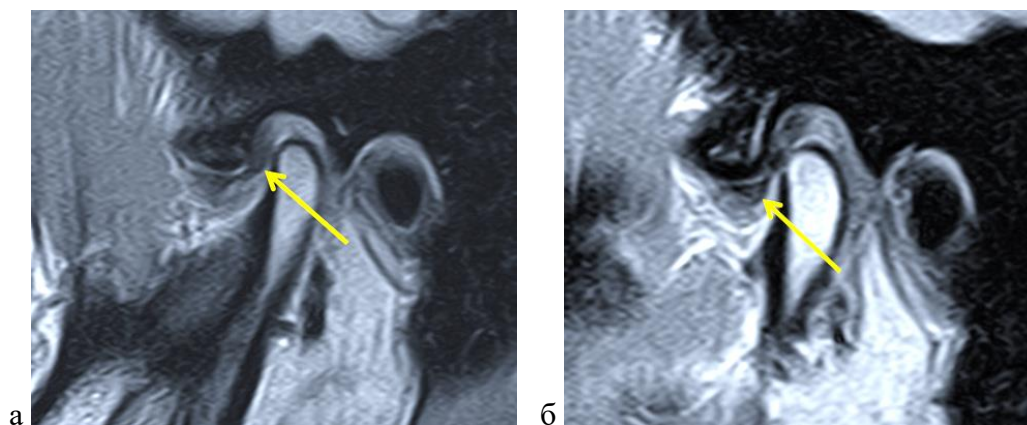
МР-томограммы правого ВНЧС пациента М., 32 лет, с «умеренной» степенью НДСТ. Косо-сагиттальный срез (Pd-ВИ). Состояние привычной окклюзии. DS: частичная вентрально-медиальная дислокация мениска с частичной репозицией до сплент-терапии (а) и устранение дислокации мениска с его полной репозицией после (б) курса сплент-терапии. Стрелки демонстрируют топографию мениска
